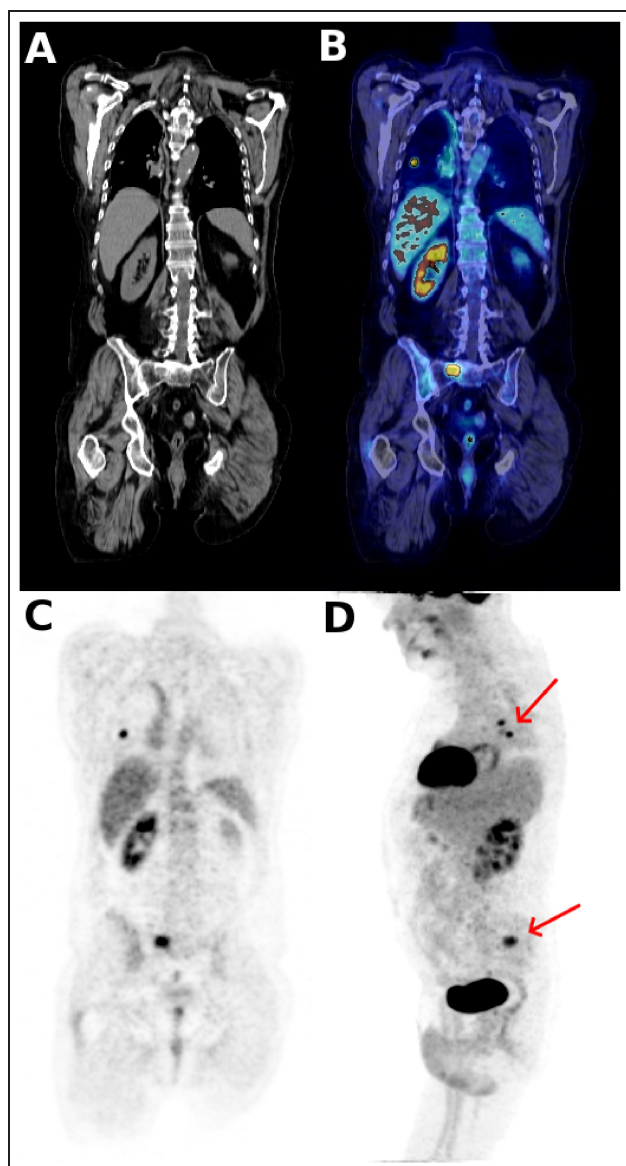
Image coronales oncologique TEP-TDM d'un examen corps entier utilisant le $[^{18}\text{F}]$ -FDG.
